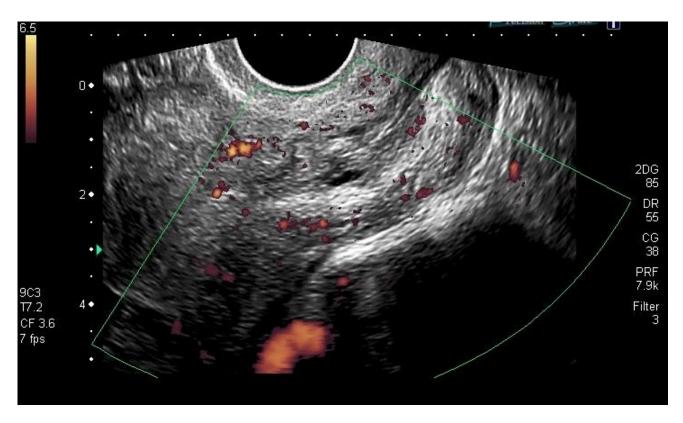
Power doppler шейки матки той же беременной, что и на рис. 3.1. В проекции эндоцервикса выявлено около 12 локусов активного кровотока.
